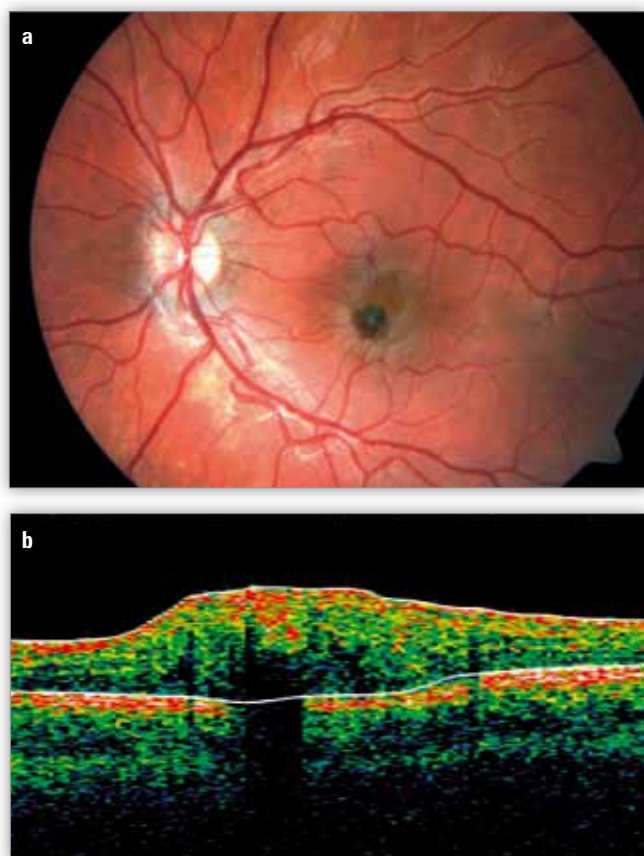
Case 2. – a) fundus color photograph of the LE, b) optical coherence tomography of the LE at the baseline.
